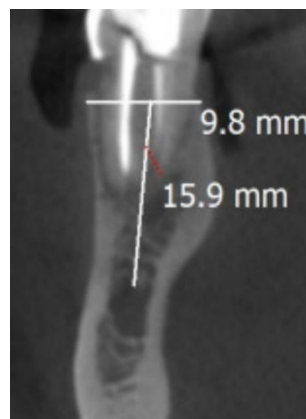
Corte sagital obtido por meio de tomografia computadorizada. Fonte: Os próprios autores.
